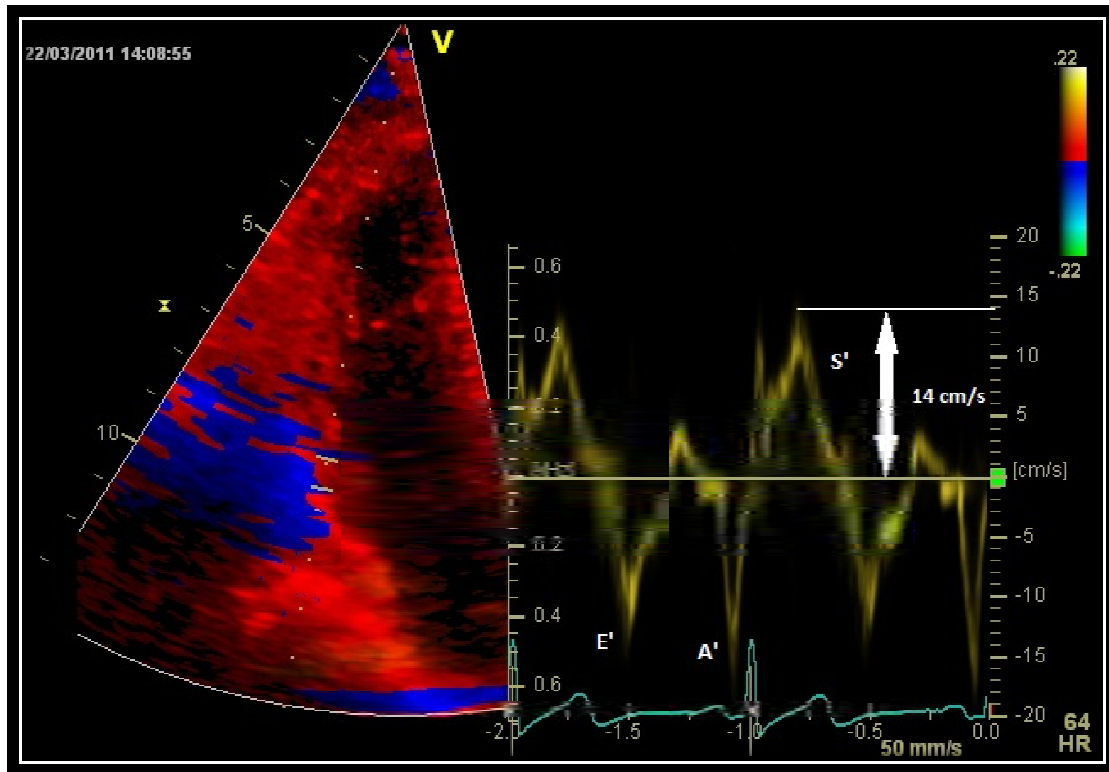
mesure de la vitesse maximale de l'onde S'. Doppler tissulaire au niveau de la paroi latérale de l'anneau tricuspideen. Valeur normale : 14 cm/s.
